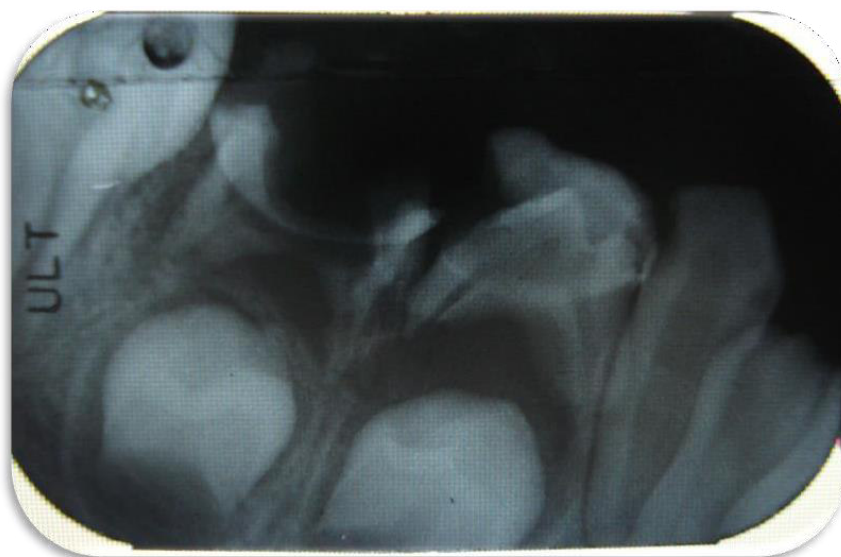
radiografía periapical piezas 85, 84 y 83
